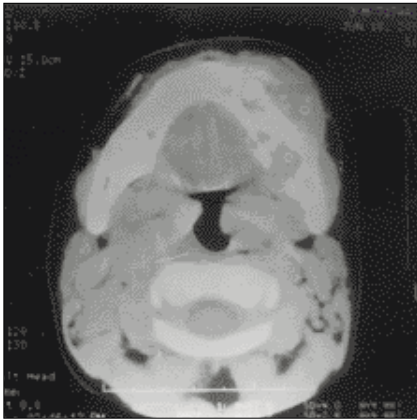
Initial computerized tomography.
